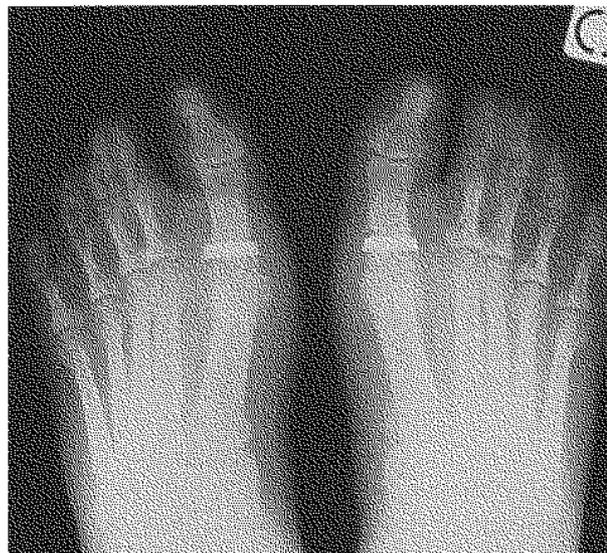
Radiographie de la prothèse Sixtine.
